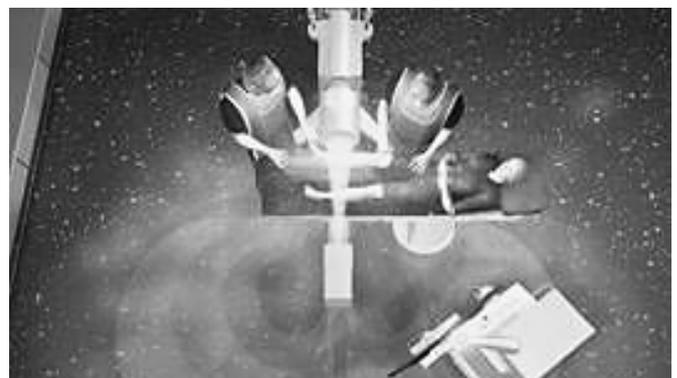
DVD I: Röntgen im OP
